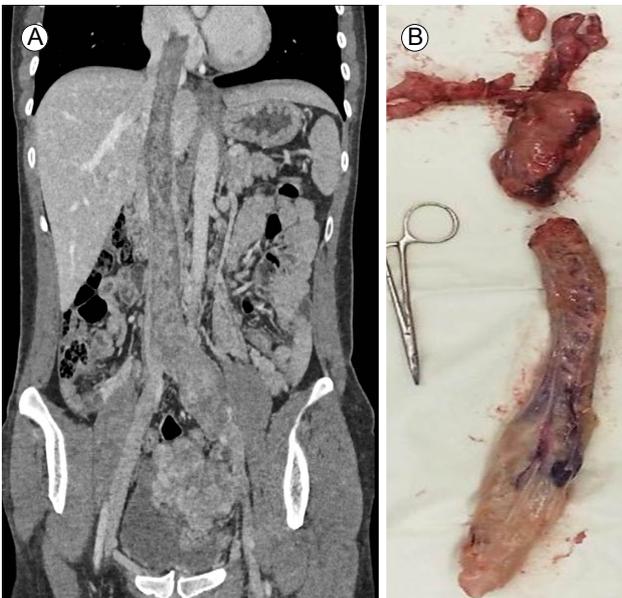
Abdominal CT and gross appearance. (A) Coronal image of abdominal CT showing an extensive intraluminal filling defect in the left iliac vein and entire IVC extending to the right side of the heart. (B) The gross appearance of the tumor was a white, elastic, hard tumor. Intracaval worm-like, pink-tan elastic, hard, rubbery mass, measuring 75 cm in length and an abdominal mass surrounded by a whitish fibrous capsule. CT, computed tomography; IVC, inferior vena cava.
